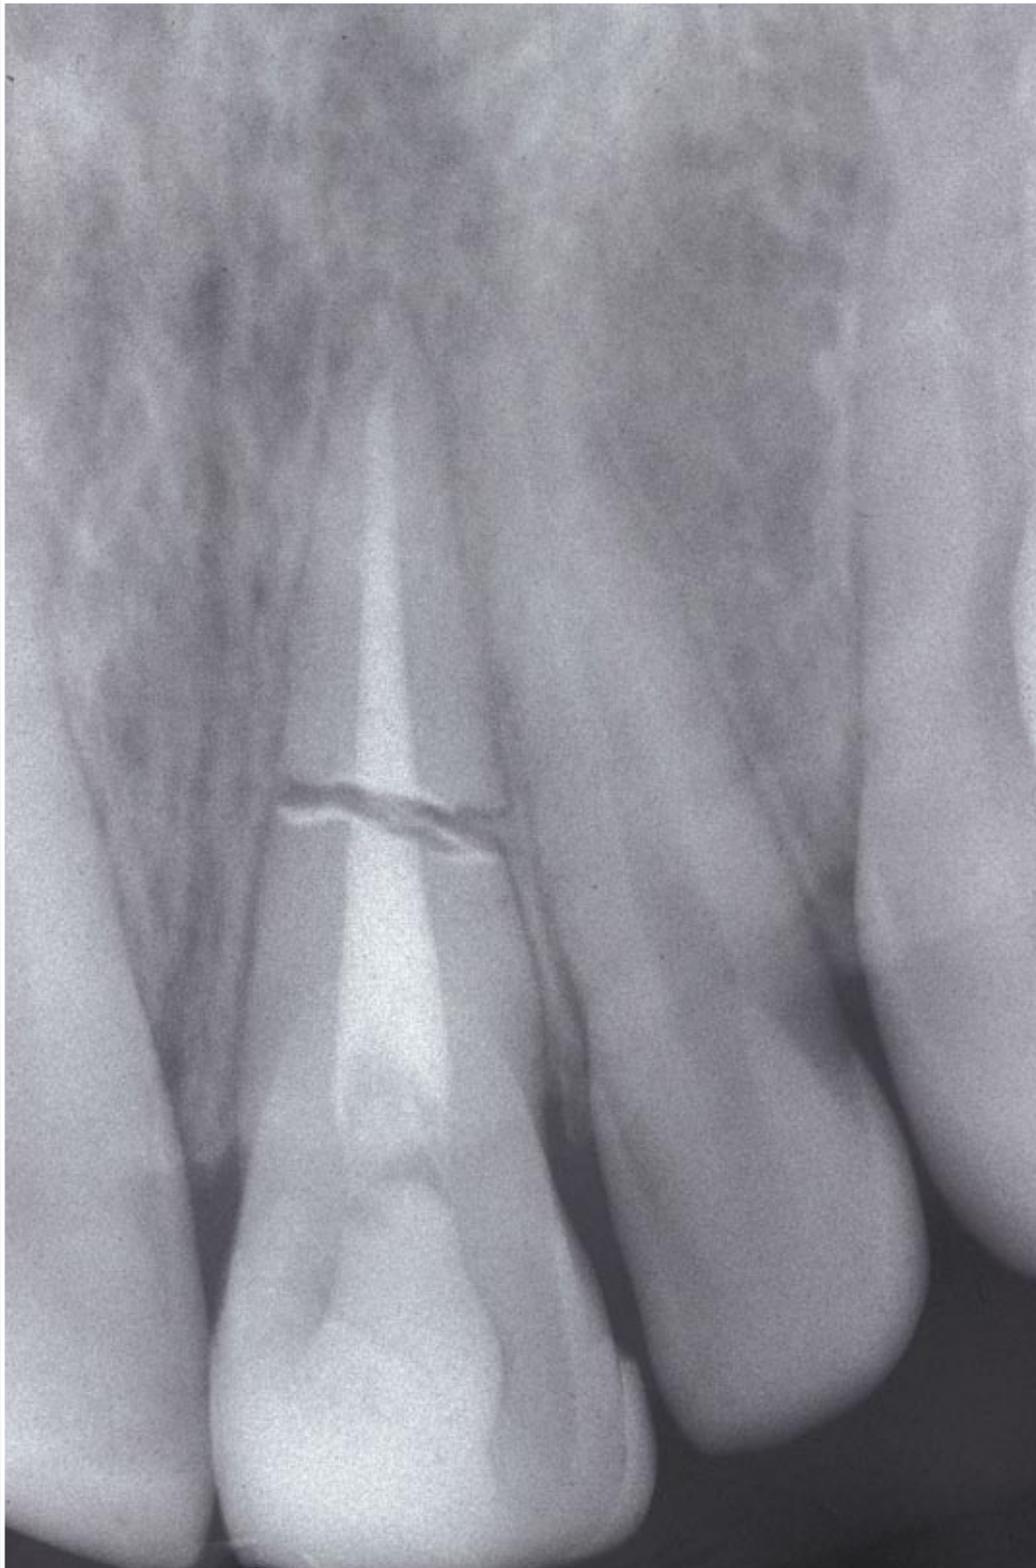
Radiografía de la conductometría.
